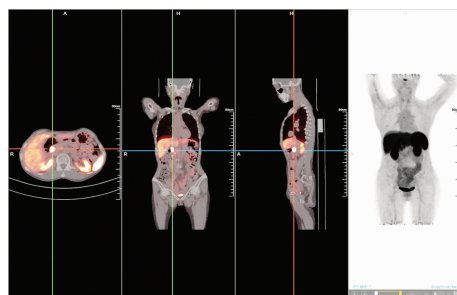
68GA-DOTA-DSA PET/CT 结果
